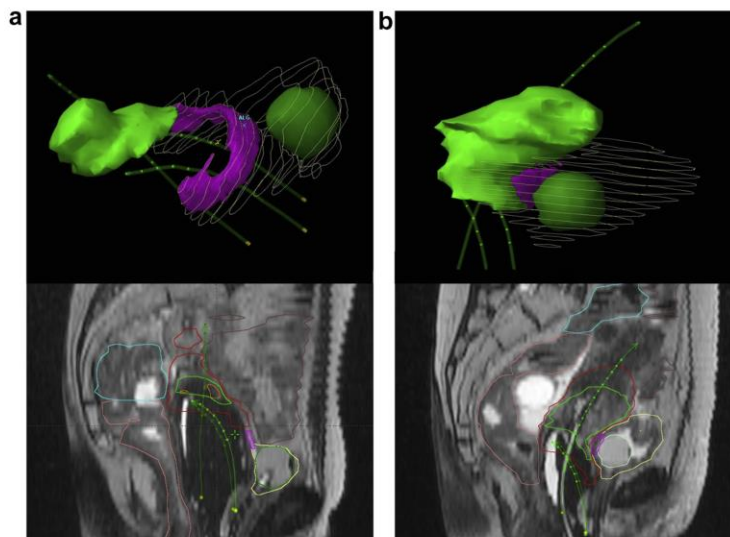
Three-dimensional reconstruction and lateral view (MRI, T2) of the maximally exposed area of the bladder. (a) Representative patients of the series (coordinates of the maximally exposed 2cm^3 of the bladder close to the average of the series). (b) Patient with vaginal involvement at diagnosis. High-risk clinical target volume (CTV) in light green, intermediate-risk CTV in red, sigmoid colon in blue, rectum in beige, small bowel in dark brown, bladder balloon in dark green, bladder in yellow contours, maximally exposed 2cm^3 in pink, green arrows are catheters with points, white arrows are activated dwell positions: 2cm^3 on the T2-enhanced MRI (For interpretation of references to color in this figure legend, the reader is referred to the web version of this article.)
